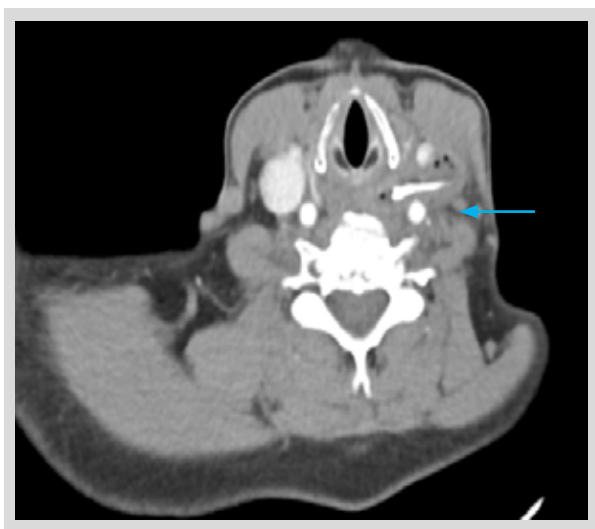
Tomografía de cuello con contraste, en donde se observa cuerpo extraño (flecha) en la pared lateral izquierda del tercio superior del esófago que penetra hasta la yugular interna.
